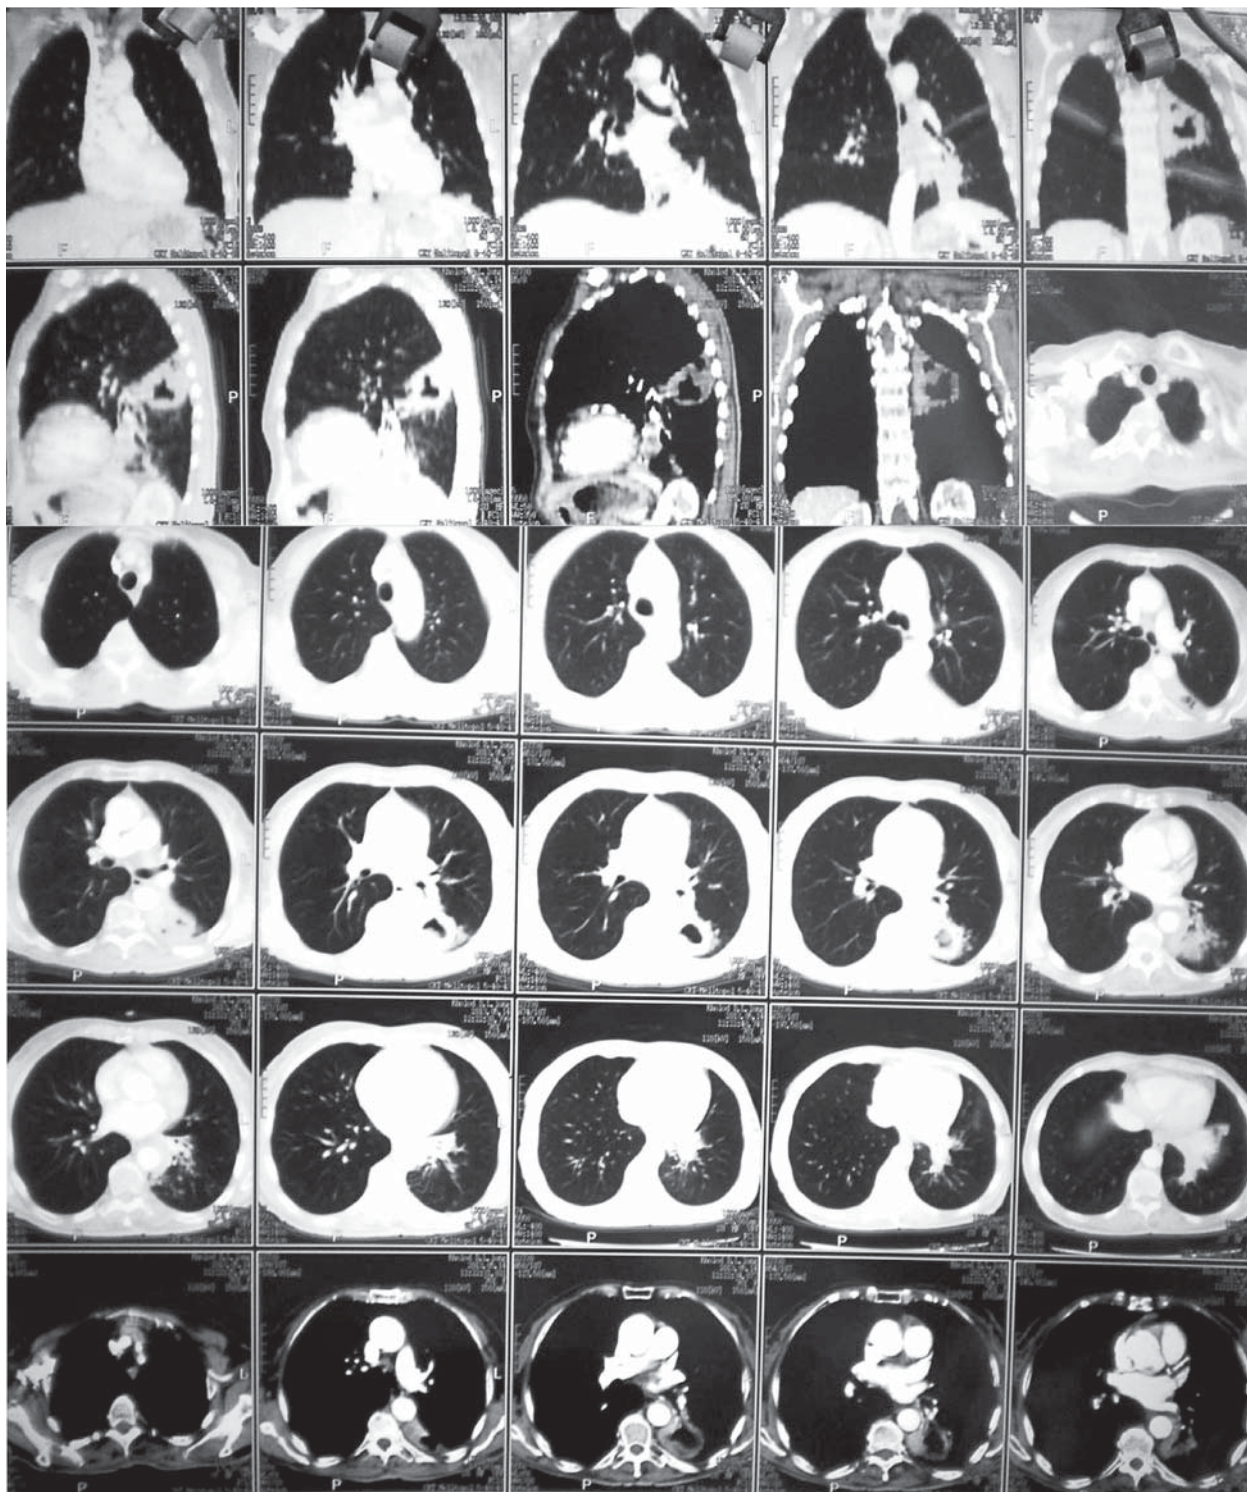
Компьютерная томография легких от 14.05.2013 г.
